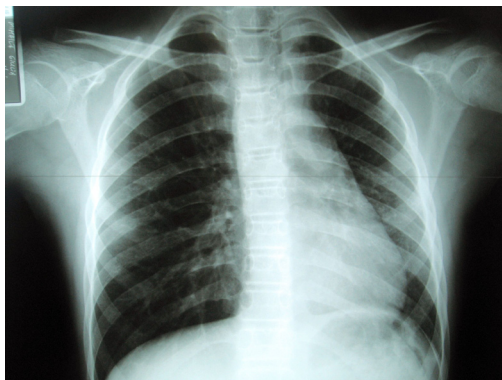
Radiografie PA torace - asimetrie toracică, hiperinflatie câmp pulmonar drept; hipoplazie cu diminuarea transparenței câmp pulmonar stâng; mediastin deviat spre stg, hemidiafragm stg ascensionat.
